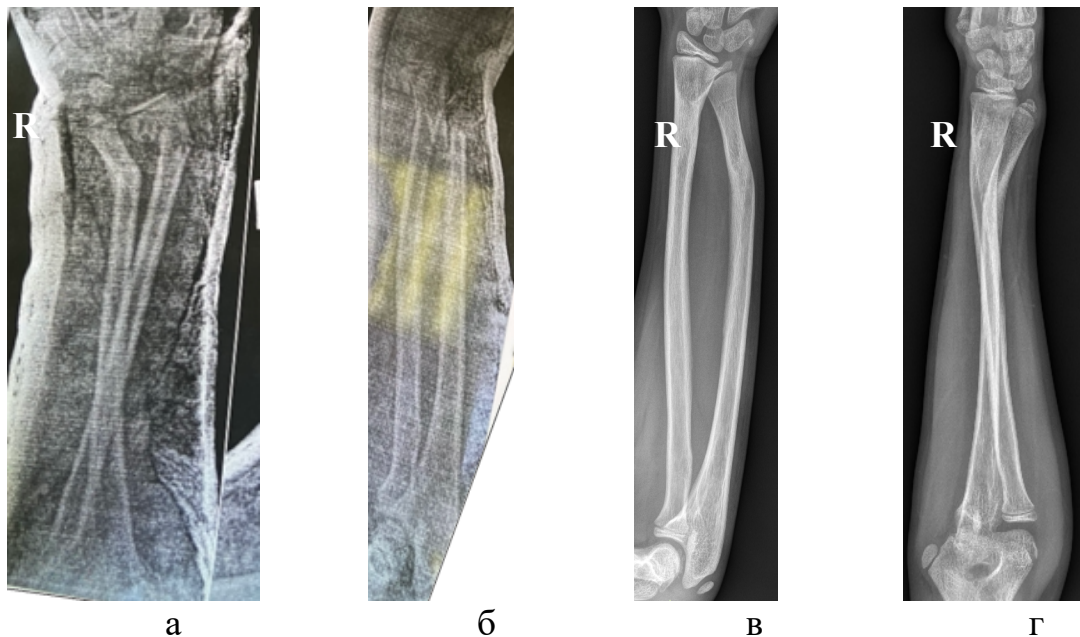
Рентгенограммы костей предплечья в первые сутки после получения травмы – перелом костей правого предплечья в нижней трети со смещением отломков: а – прямая проекция, б – боковая проекция; в – рентгенограммы костей предплечья через 13 месяцев после травматического события – посттравматическая деформация дистального отдела костей предплечья с тыльным вывихом локтевой кости в – прямая проекция, г– боковая проекция
